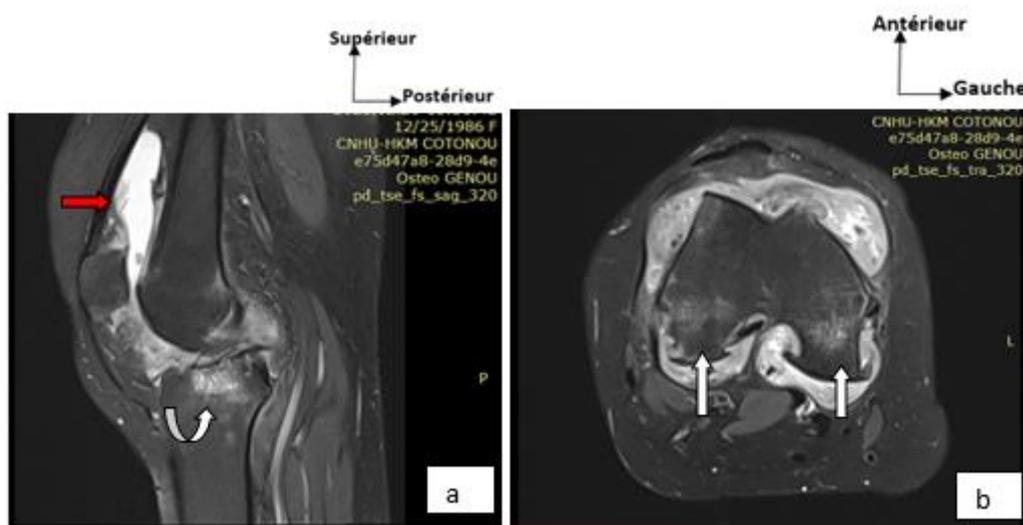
IRM du genou droit chez un sujet de 36 ans en coupes sagittales DP Fat sat (a) et axiale DP Fat sat (b) : impaction avec œdème osseux traduisant une contusion du tibia (flèche courbe), œdème osseux des condyles (flèches blanches) et un épanchement intra articulaire de grande abondance (flèche rouge).
